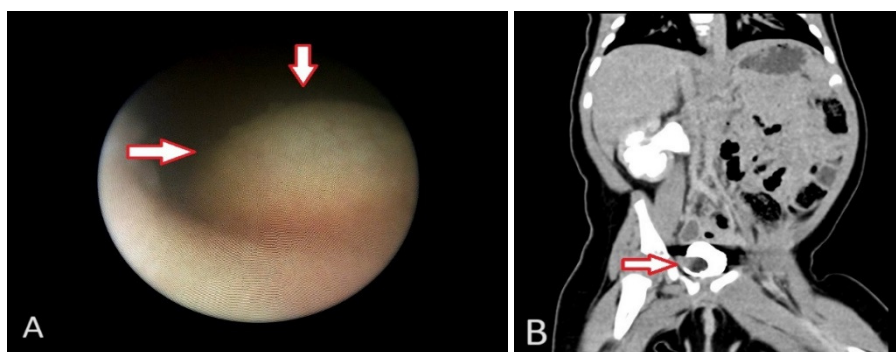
Ureterocel. A: imagine cistoscopică; B: uro-CT
